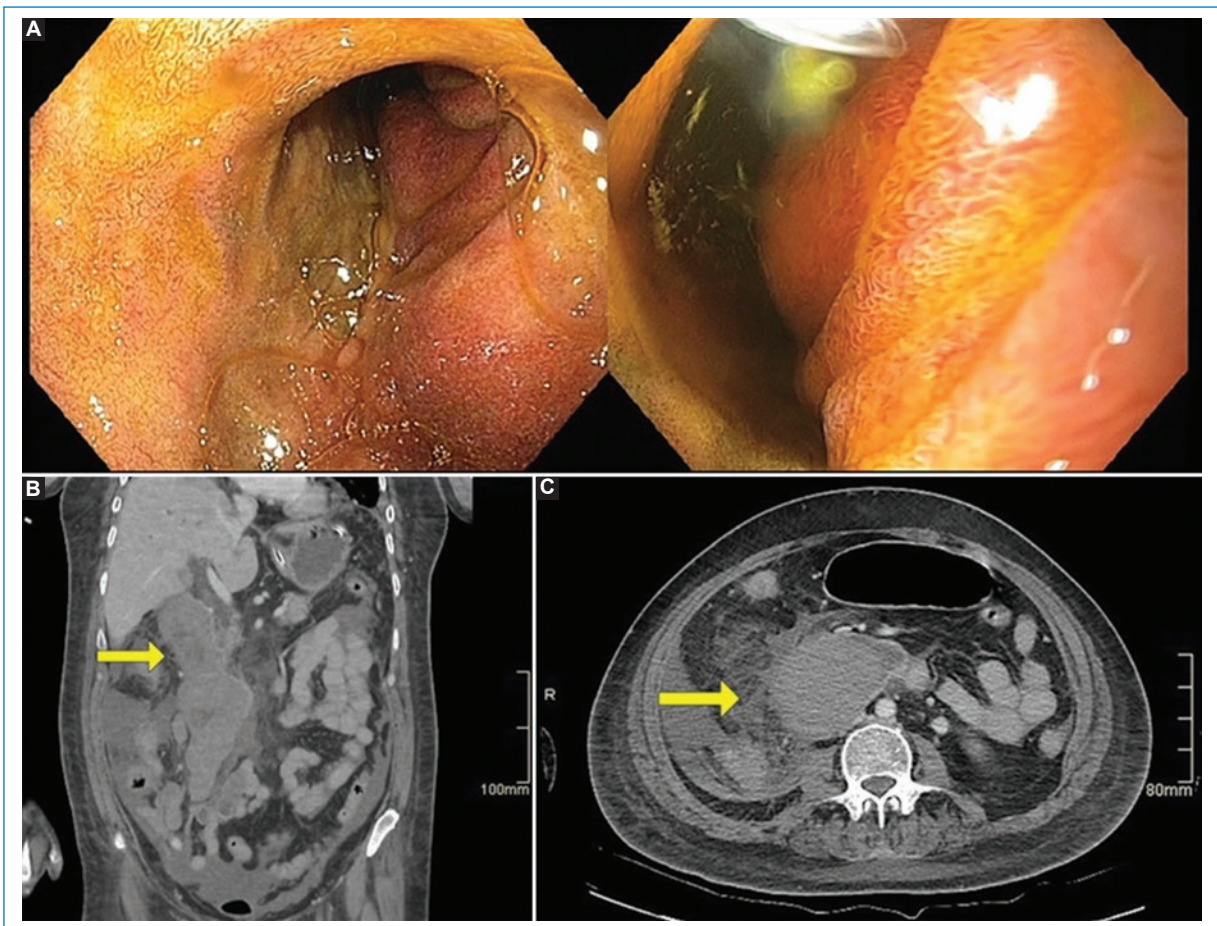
A: endoscopia digestiva alta, hematoma de la pared posterior del bulbo y la segunda porción duodenal, sin sangrado endoluminal. B y C: tomografía computarizada de abdomen y pelvis con contraste endovenoso, reconstrucción sagital (B) y corte axial (C), voluminoso hematoma de la pared medial de la segunda porción duodenal con signos de sangrado activo (flecha amarilla).
